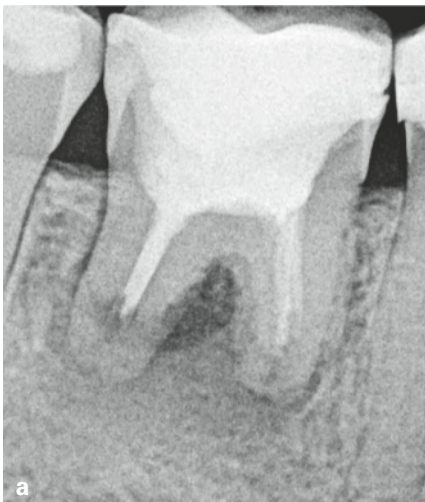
bis d Am Zahn 37 erfolgte 14 Jahre zuvor eine Wurzelkanalbehandlung und Wurzelspitzenresektion. Über mehrere Jahre lag eine intraorale Fistel vor. Auf der intraoralen Röntgenaufnahme ist eine unvollständige Wurzelkanalfüllung und eine periapikale und interdentaler Aufhellung sichtbar (a). Die DVT-Aufnahme weist einen starken Knochenabbau bei gleichzeitig stark gekürzten Wurzeln auf (b). Im Verlauf der orthograden Revision wurden die rezezierten Wurzeln mit MTA verschlossen. Der dentinadhäsive Aufbau mit Komposit ermöglichte eine funktionelle Belastung und gleichzeitig einen Schutz vor mikrobieller Rekontamination (c). Den langfristigen Erfolg sicherte eine Metallkeramikkrone mit suffizientem Goldrand in exakter Passform (d).
